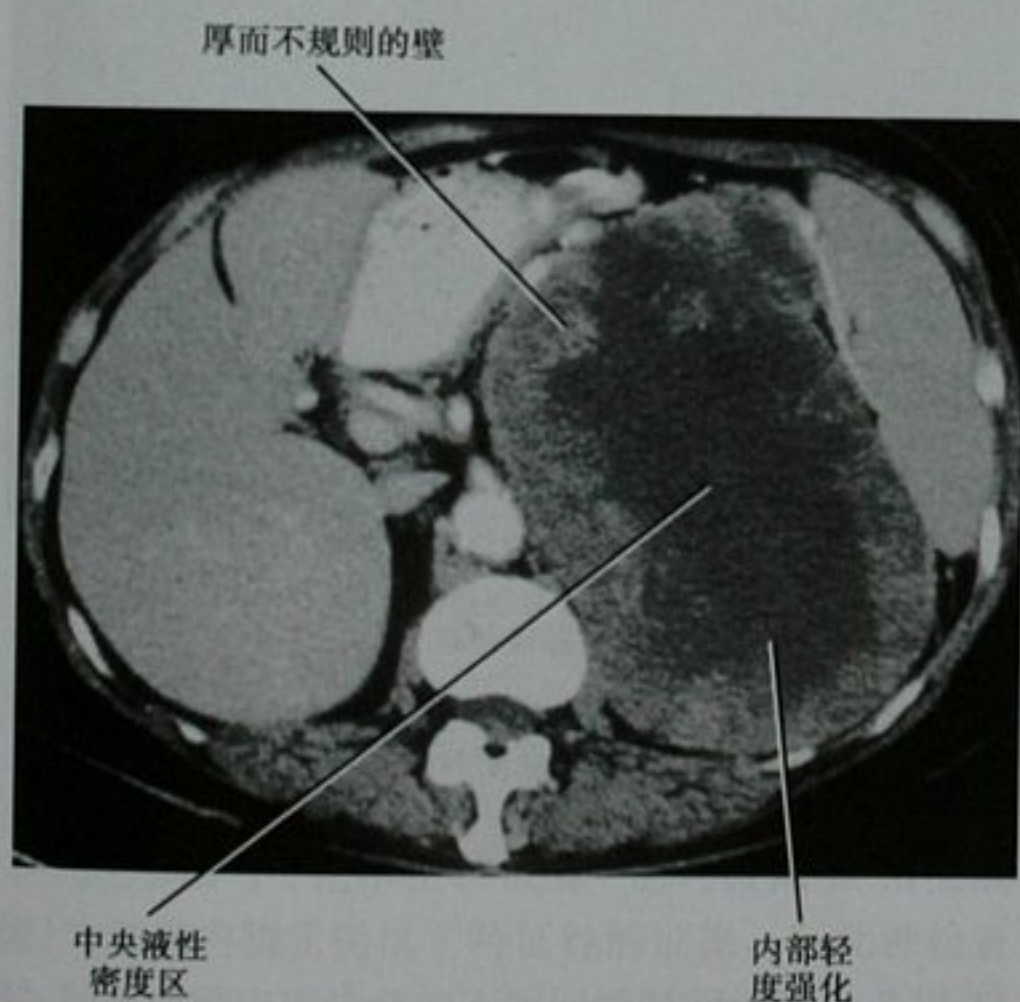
增强 CT 检查轴位图像显示肾上腺皮质腺瘤中央坏死区呈液性密度。尽管存在液性成分, 但肿块巨大并且有不规则强化的壁提示为恶性肿瘤
